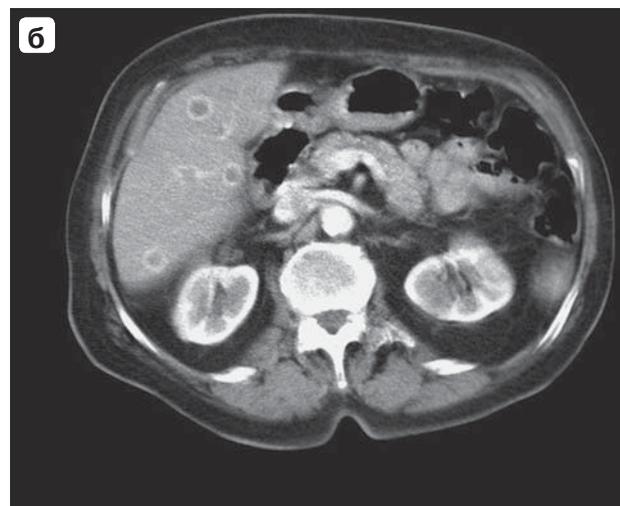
а, б – компьютерные томограммы. ХЦР, состояние до начала лечения. В артериальную фазу определяется усиленное контрастирование по периферии основного опухолевого узла в левой доле и метастатических очагов в правой доле печени.
